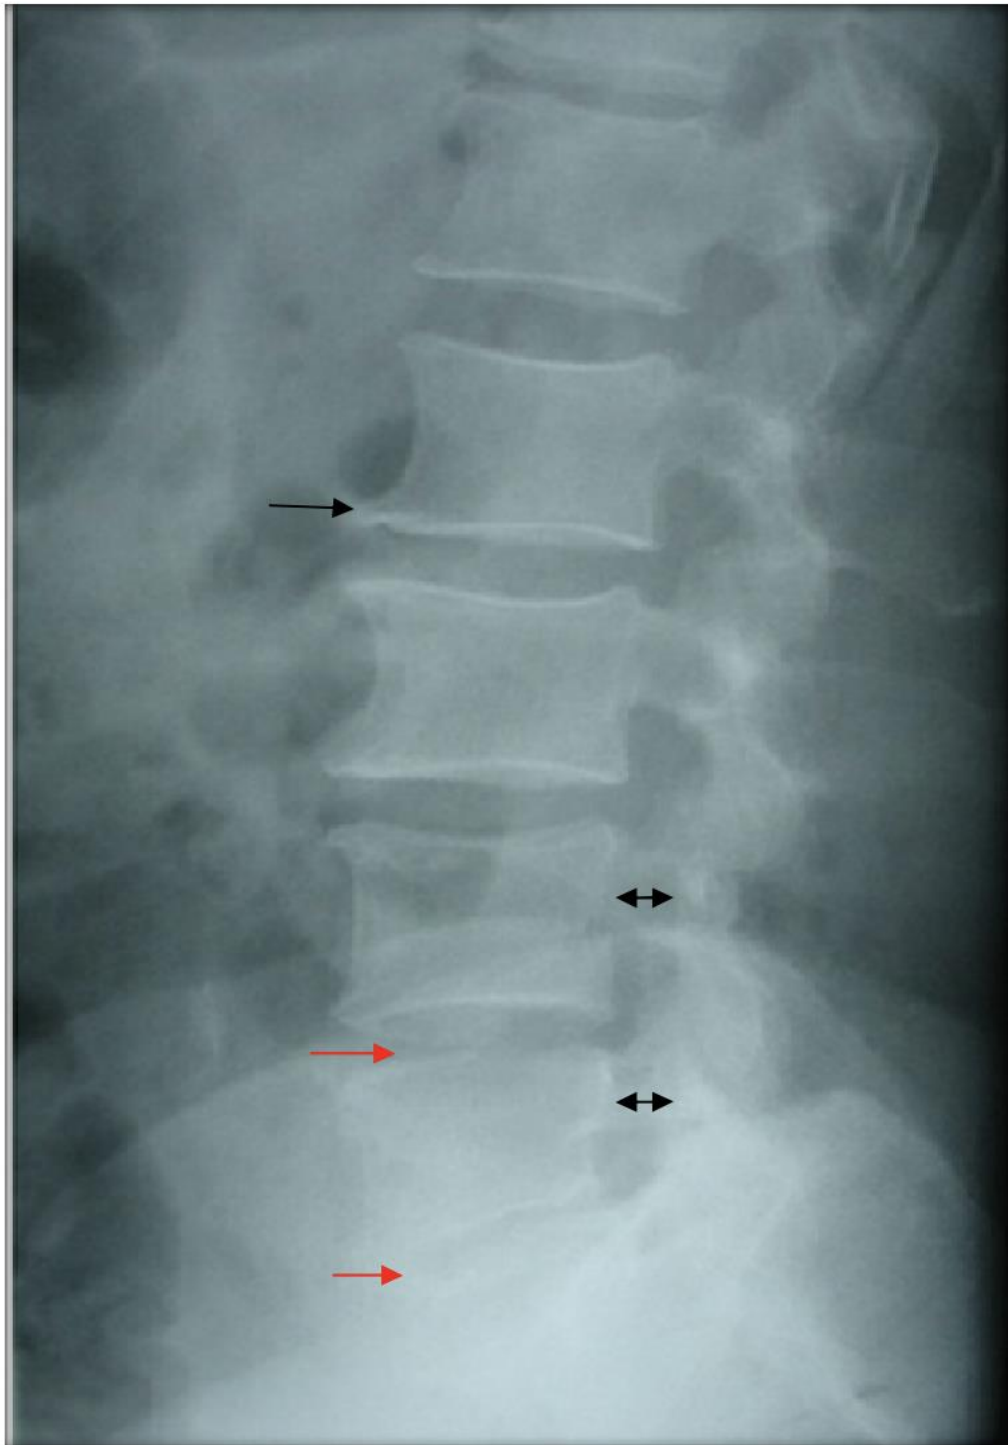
Radiographie standard du rachis lombaire de profil
